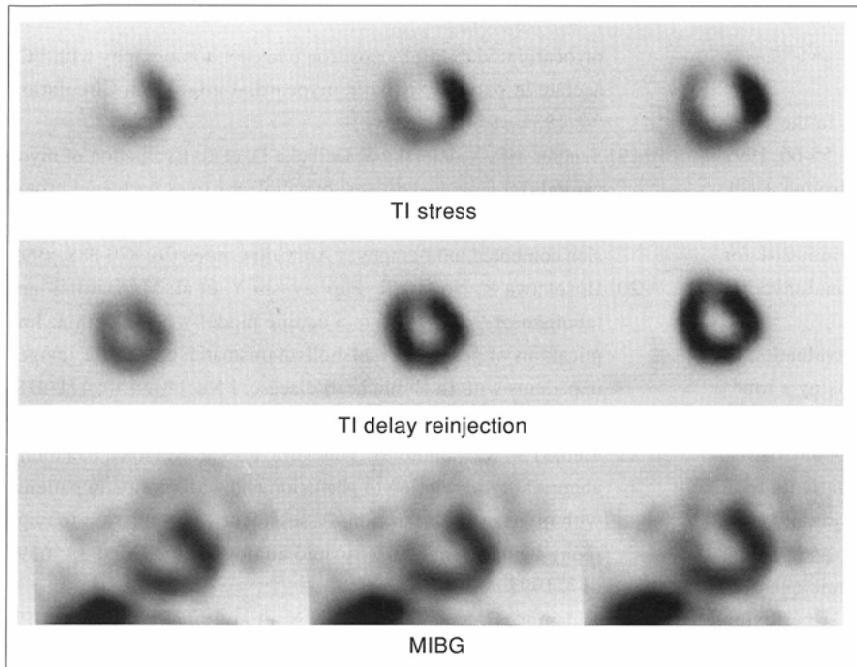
A series of short-axis SPECT images of stress thallium perfusion (top), delayed reinjection (middle), and MIBG (bottom). Reduced MIBG uptake is noted in the area of stress-induced ischemia, suggesting ischemic and denervated myocardium in the anterior and septal regions.
